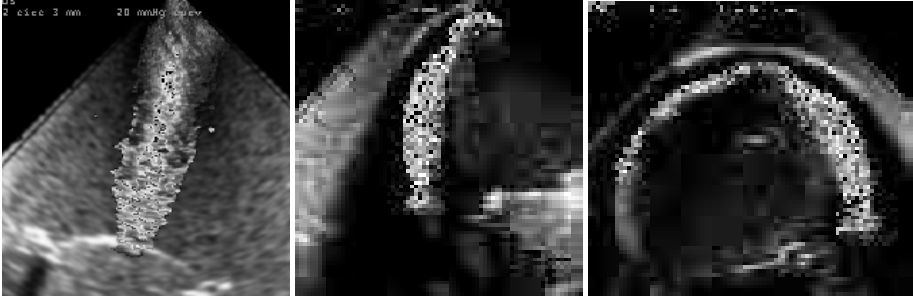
Farbdopplersignale aus zentralen (links) und exzentrischen Jets (Mitte und rechts).
